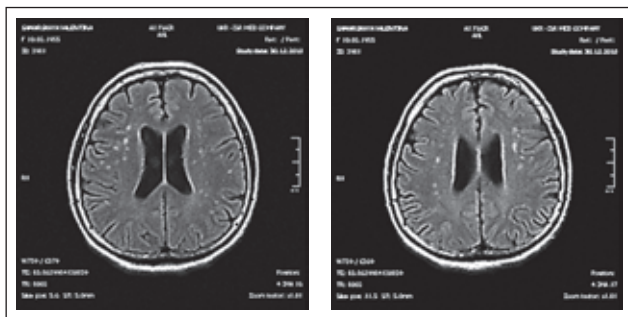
МРТ головного мозга больной С.
